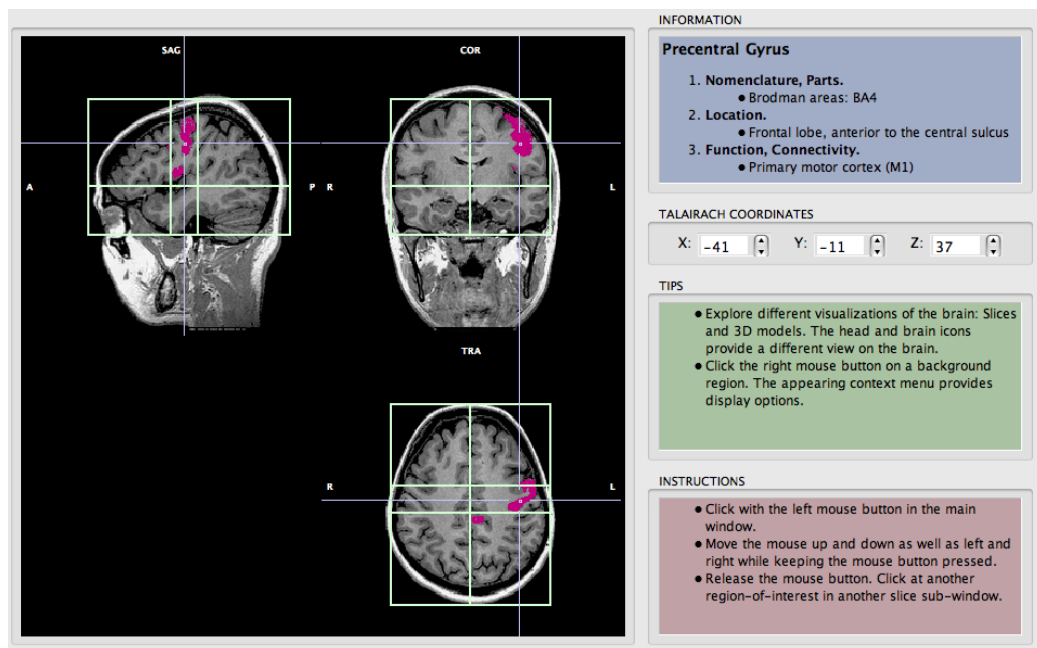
Exemplo de localização de voxel na RM através do programa BrainTutor disponível gratuitamente no site www.brainvoyager.com
